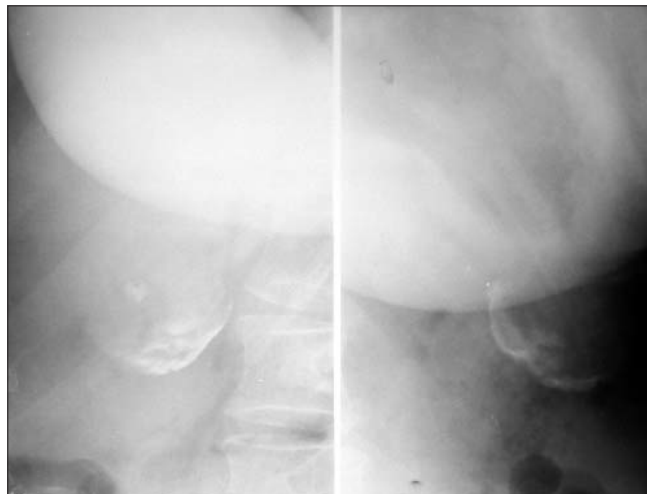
Radiografie abdominală pe gol - calcificarea peretelui vezicular în totalitate (obs. 3)
